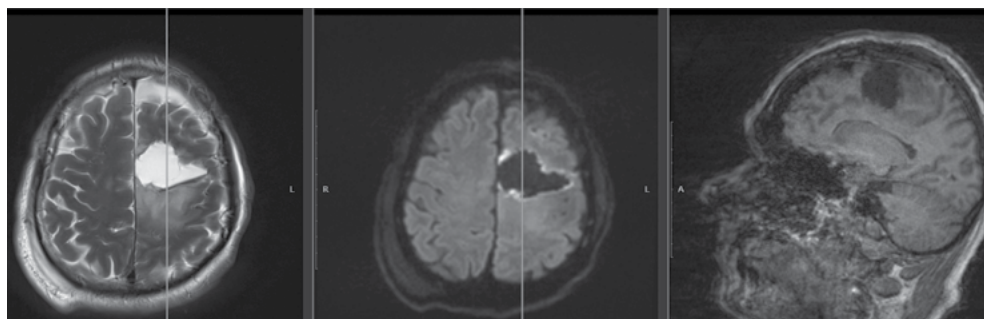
МРТ головного мозга после операции (2-е сутки)
